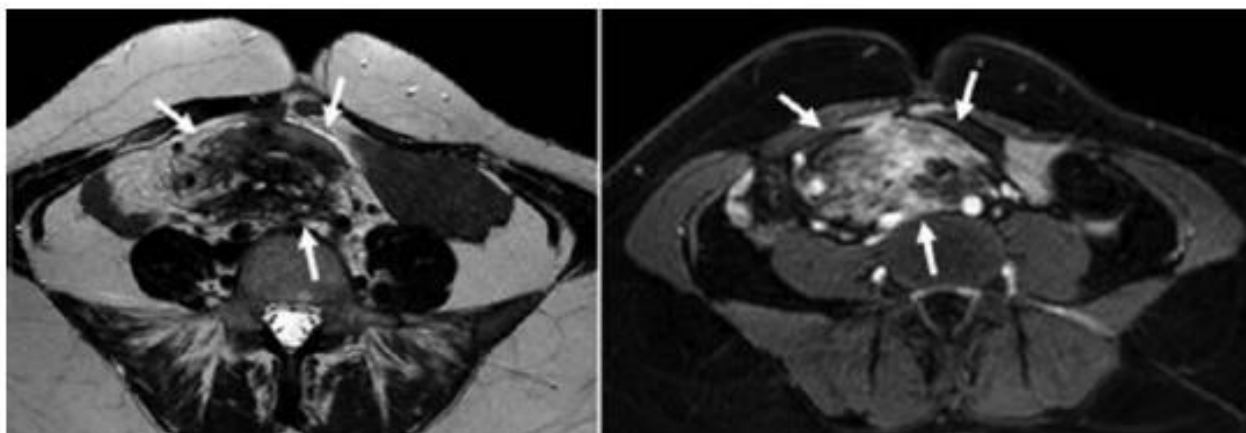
КТ-картина десмоидной опухоли забрюшинной локализации [51]
